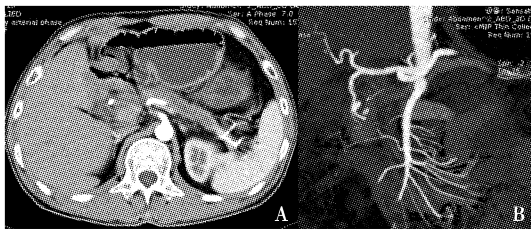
反复呕血黑便慢性胰腺炎急性发作患者的CT扫描
